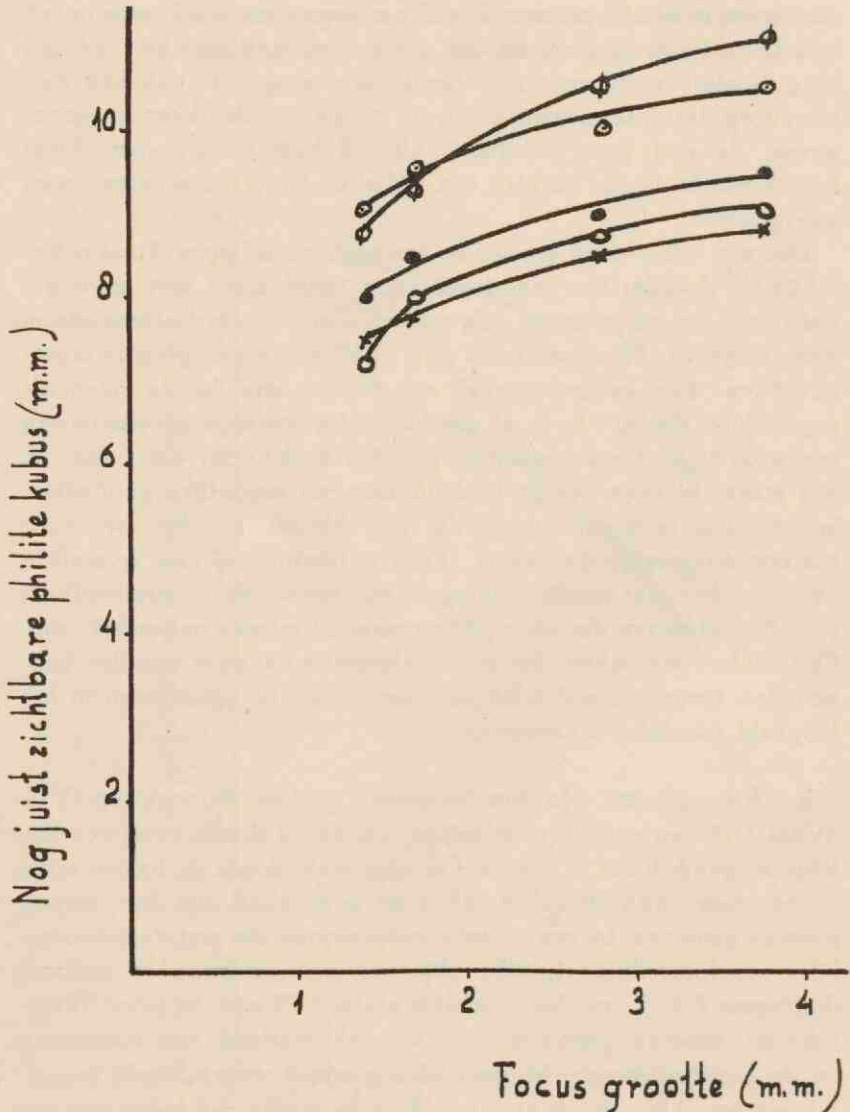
Resultaat van verandering van het focus der röntgenbuis, op den nog juist zichtbaren philitekubus, bij een 5-tal proefpersonen. Afstand 100 c.m., 3—3,3 m.A., 54 K.V. (max.), Levy-Westscherm, diafragma 7×7 c.m.
